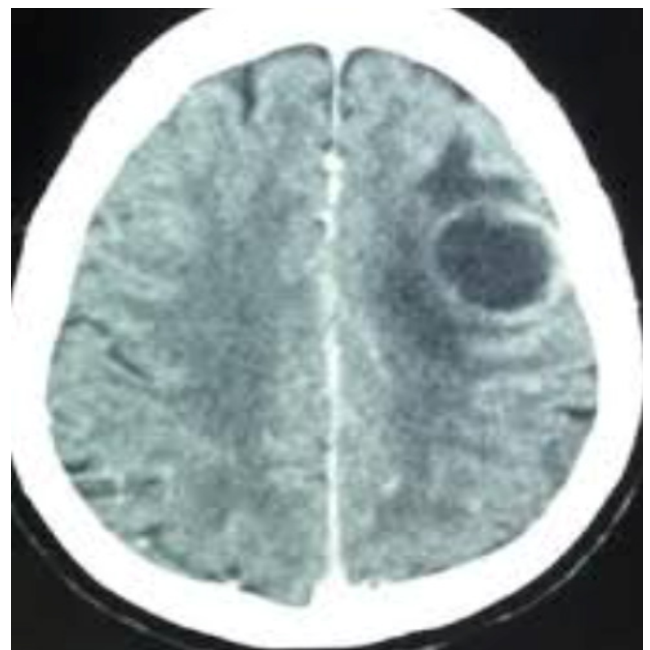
Axial cross-sectional brain CT: Typical roundel image of toxoplasmosis
